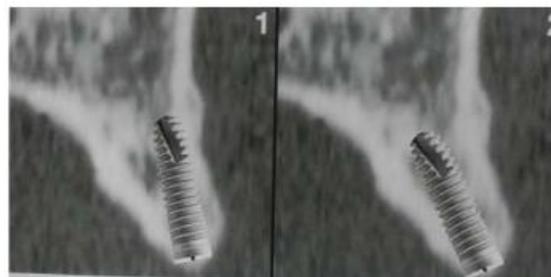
Coupes tomographiques obliques du secteur antérieur maxillaire avec le choix de positionnement sagittal de l'implant
